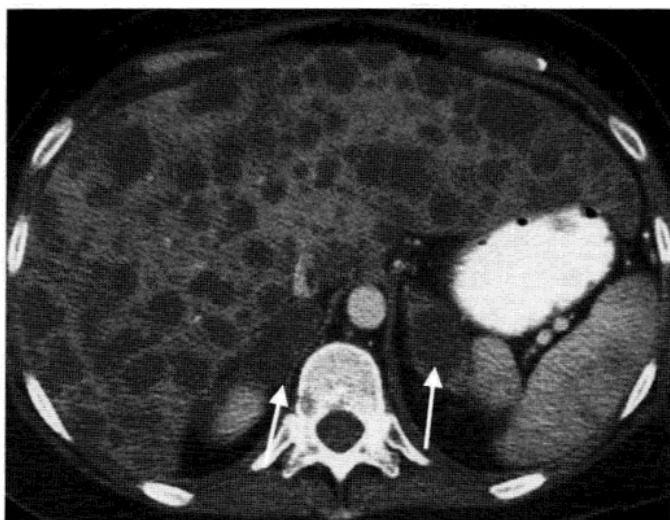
肾上腺转移瘤。高级别黑色素瘤患者注入对比剂后 CT 图像示肝内弥散转移以及双侧肾上腺的转移(箭头)。
